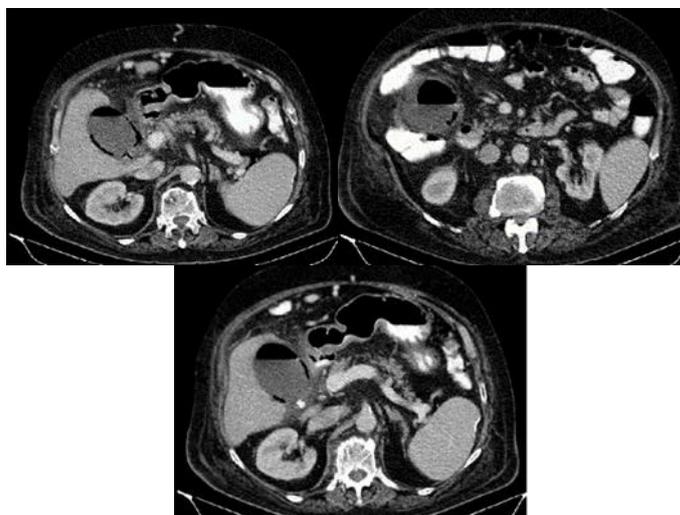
Paciente con dolor en vacío derecho y aumento de RFA (leucocitosis y PCR). En el TC se visualiza vesícula biliar con gas mural y conformando un nivel hidroaéreo en su interior, con líquido perivesicular. Asocia pequeñas litiasis en su interior. Hallazgos compatibles con colecistitis aguda enfisematosa.
